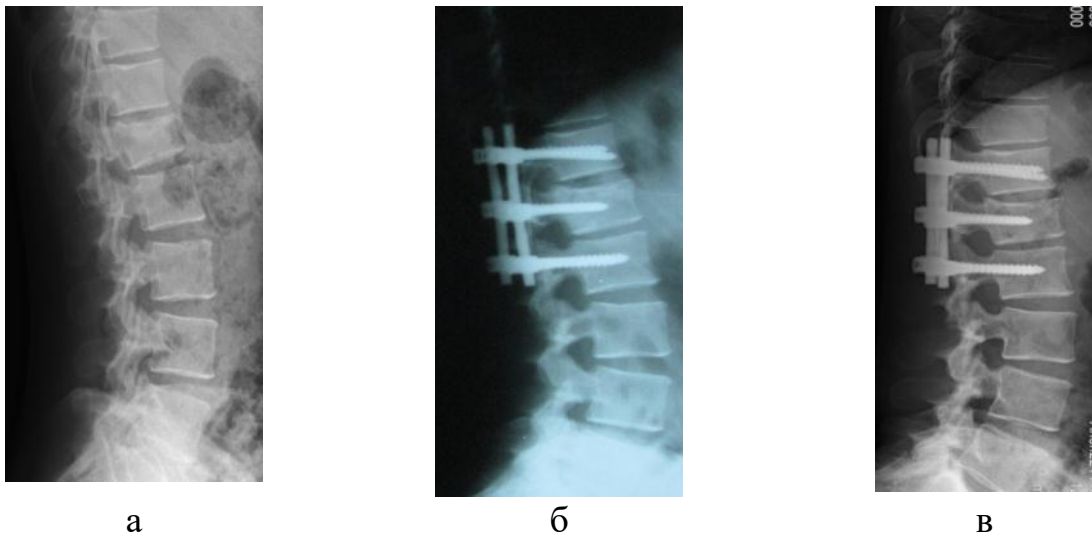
Рентгенограми пацієнтки С., історія хвороби № 88084: а) після травми 12°; б) після операції 6°; в) через рік після операції 5,5°
